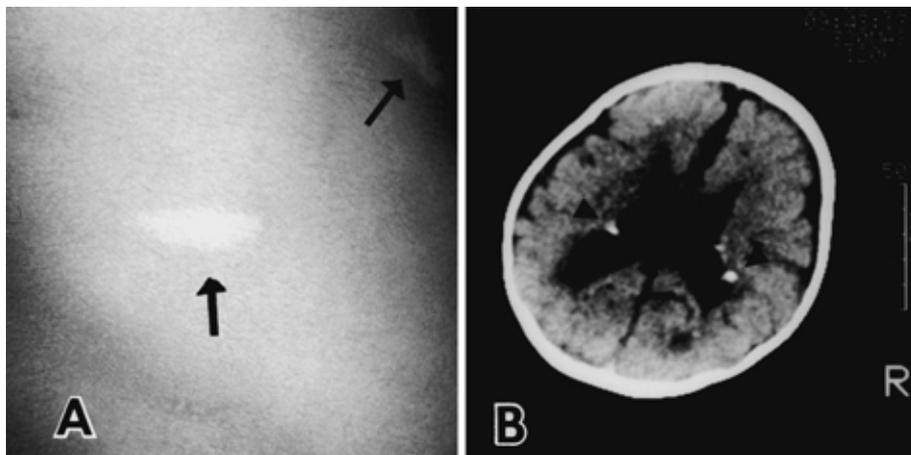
A: 皮膚にみられた木の葉状の白斑(矢印), B: 頭部単純 CT で脳室上衣下に小結節と石灰化がみられる(矢頭).
